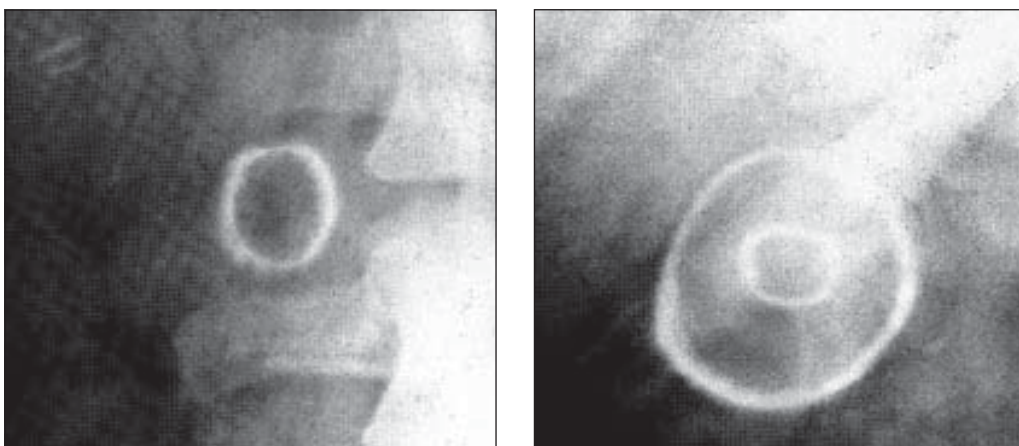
Звапнені холестеринові конкременти на оглядових рентгенограмах.
